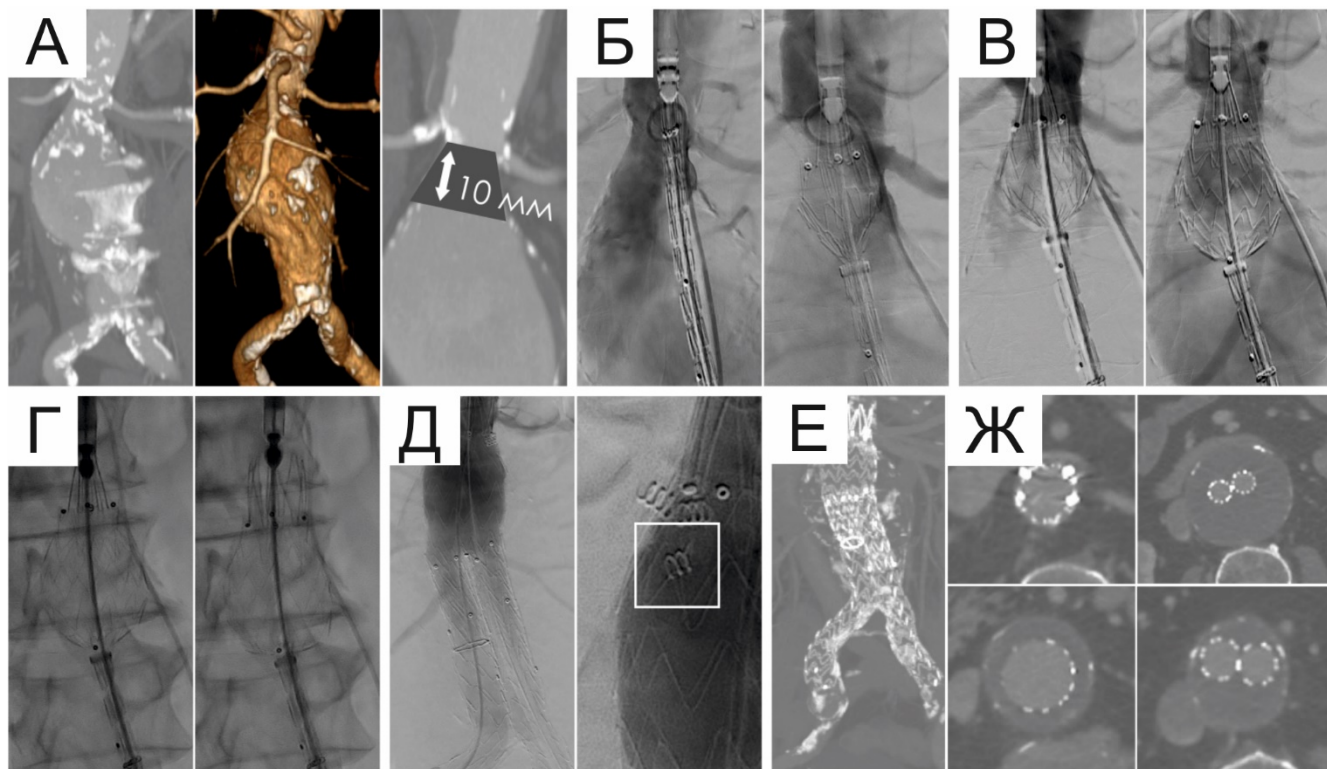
Эндопротезирование с дополнительной проксимальной фиксацией при комбинации неблагоприятных критериев анатомии проксимальной шейки (Выполнено в «РНЦХ имени академика Б. В. Петровского» [11]). А – МСКТ-аортография аорты (слева – фронтальный срез, в центре – 3D-реконструкция. Справа: обращает на себя внимание длина (10 мм) и форма (трапециевидная с расширением книзу) проксимальной шейки). Б – обратное складывание стент-графта. В – подталкивание доставляющей системы. Г – раннее открытие проксимальной короны. Д – контрольная аортография. Позиция стент-графта удовлетворительная, эндоликов не отмечается, кровоток по артериям магистральный. Визуализируется имплантированный фрагмент эндофиксатора. Е, Ж – контрольная МСКТ-аортография через 1 месяц: позиция стент-графта удовлетворительная, эндоликов не отмечается.
